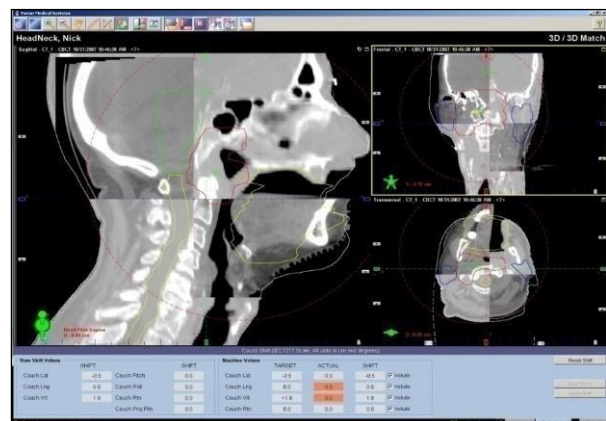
8 Recalage d'image 3D CBCT.
